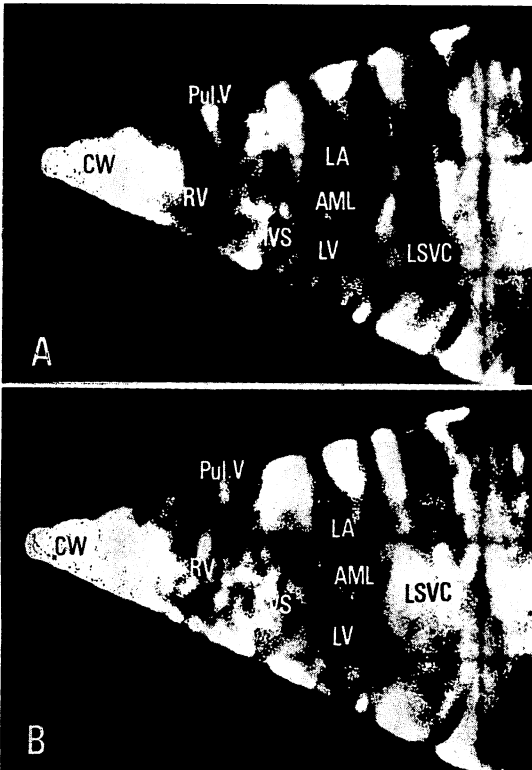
Cross-sectional echocardiograms by the injection of indocyanine green from the left median cubital vein in a 23-year-old female with ASD.
